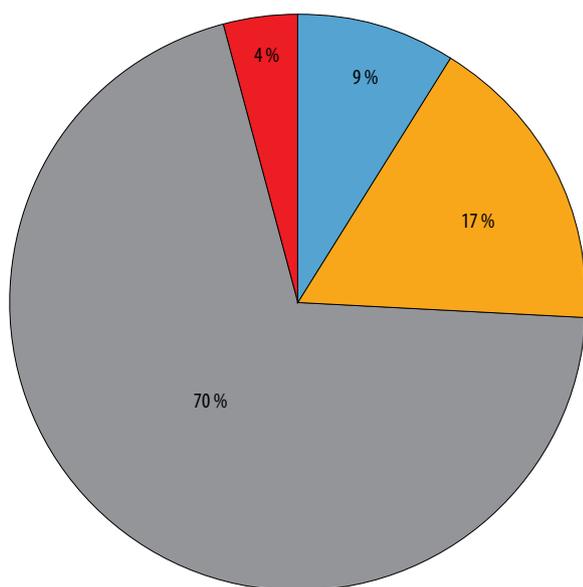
Изменения на магнитно-резонансной томограмме головного мозга
